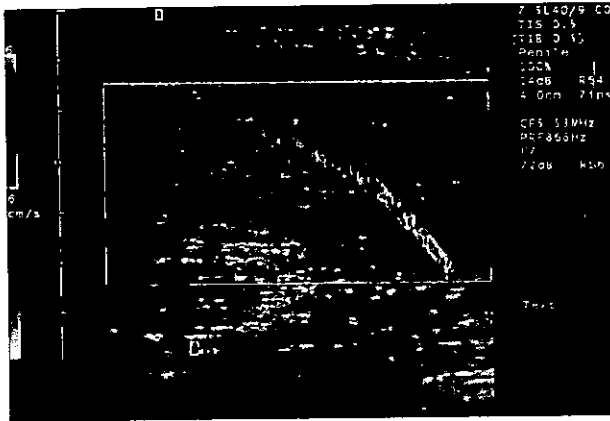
Aporte arterial por Doppler Color.
